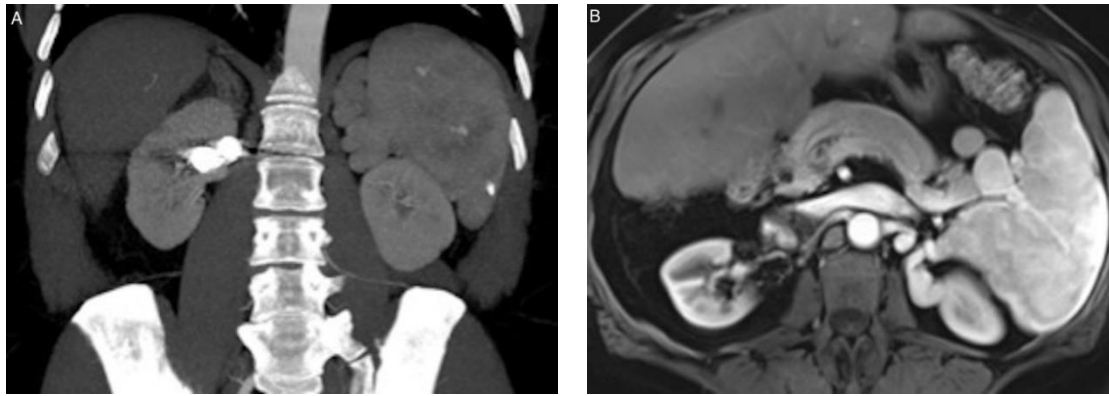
Follow-up CT angiography at 1 month (A) and MRI at 36 months (B) showing complete exclusion of both aneurysms, whose sizes remain unchanged.
